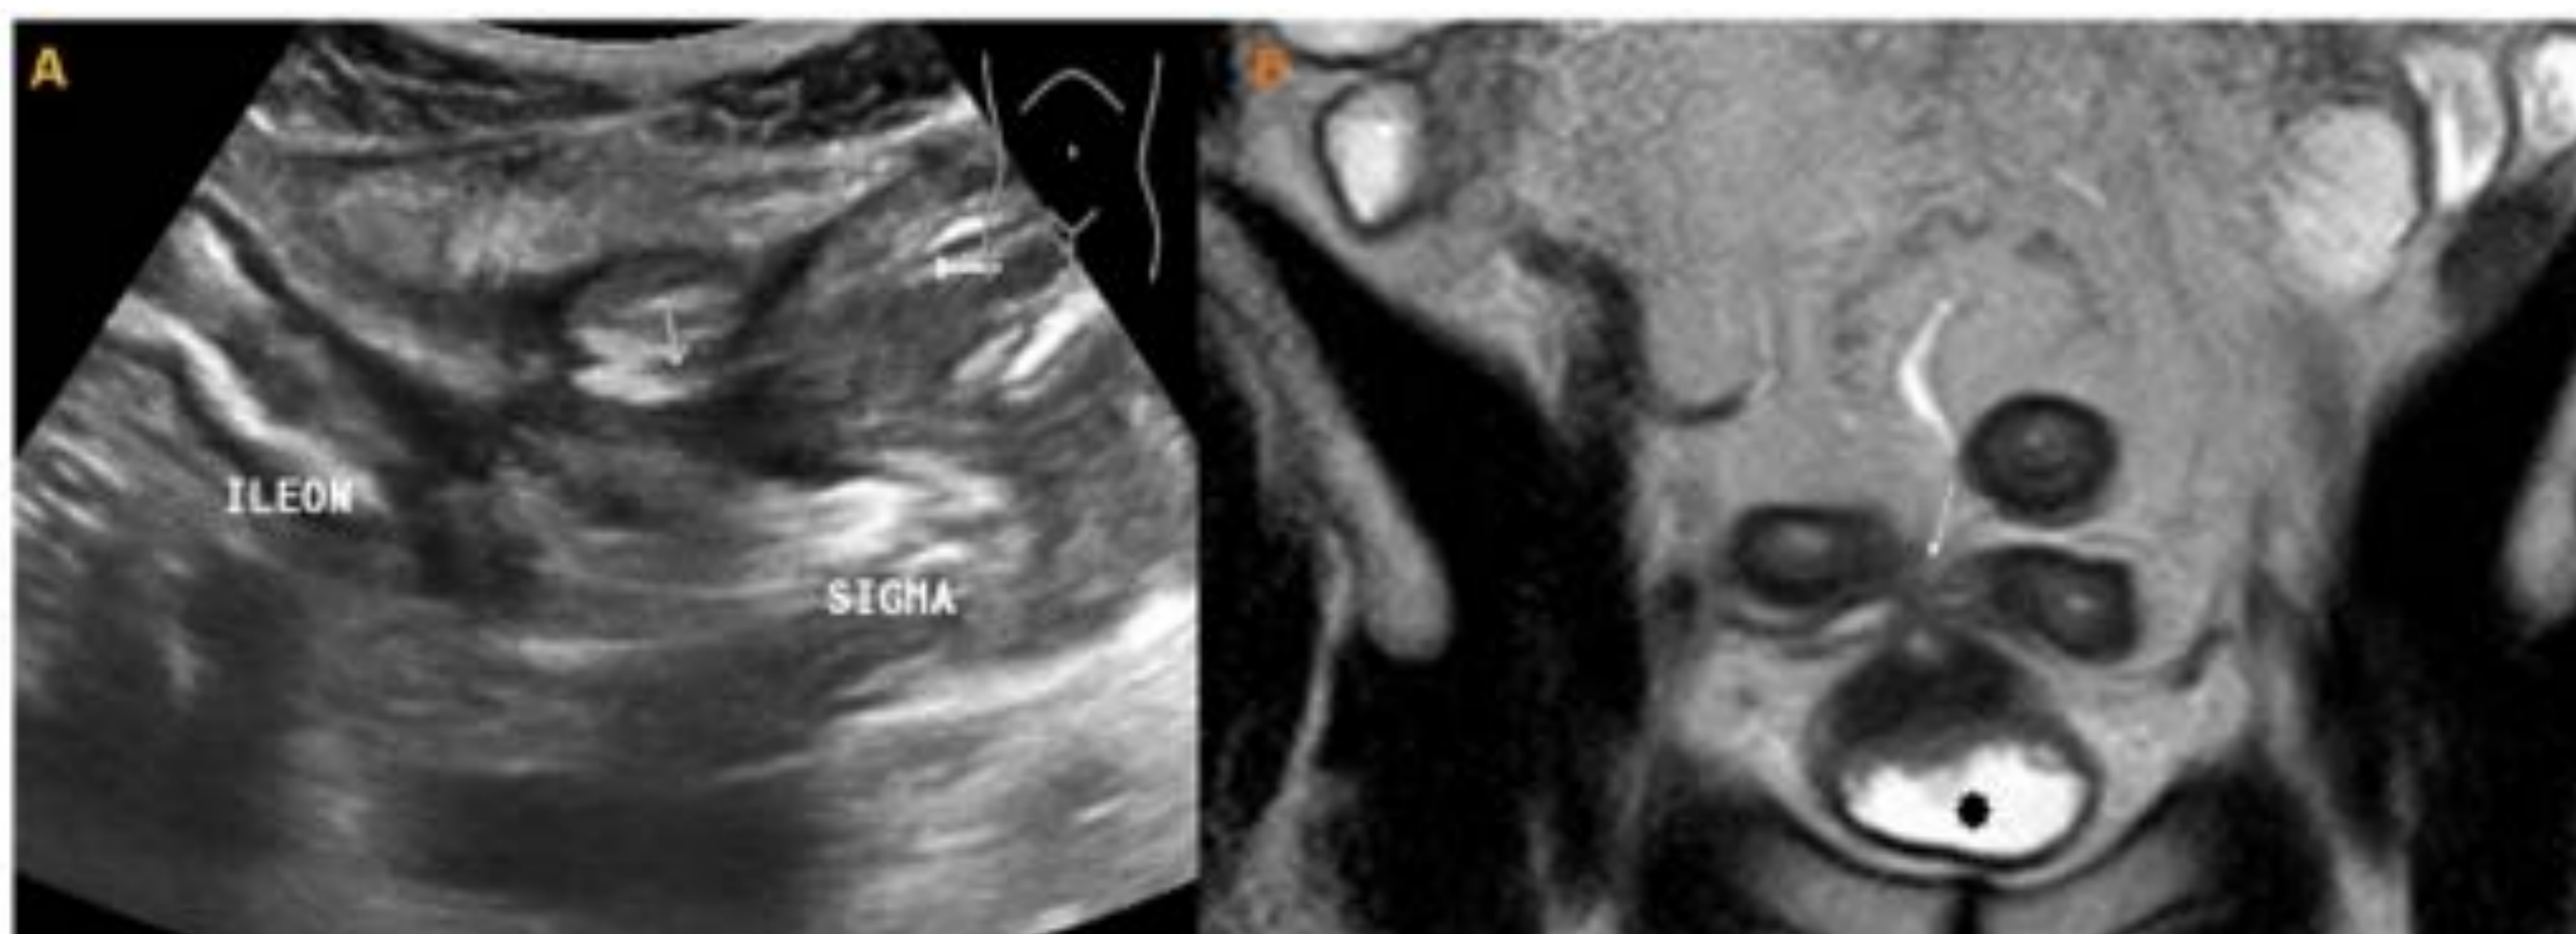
Fístula íleo-sigma-vesical: *Correlación entre ecografía-doppler (A) y enteroRM (B) en la detección de una fístula ileo-sigma (flechas blancas). La entero-RM visualizó un trayecto fistuloso accesorio a la vejiga urinaria (*negra).*
